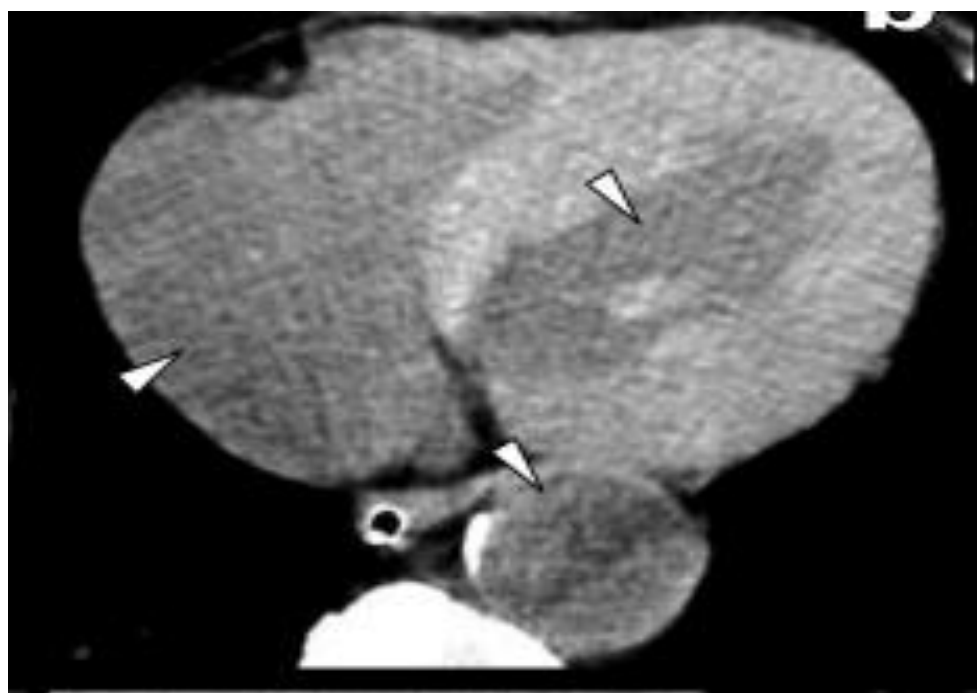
Tomografía en fase simple con ventana de mediastino a nivel del corazón. Se observa como el lumen del ventrículo izquierdo es marcadamente hipodenso en comparación con el miocardio y del septum interventricular. Este hallazgo se denomina signo del septum interventricular hiperdenso (25-30 UH) dentro de las cavidades cardiacas y aorta (puntas de flechas blancas).¹
